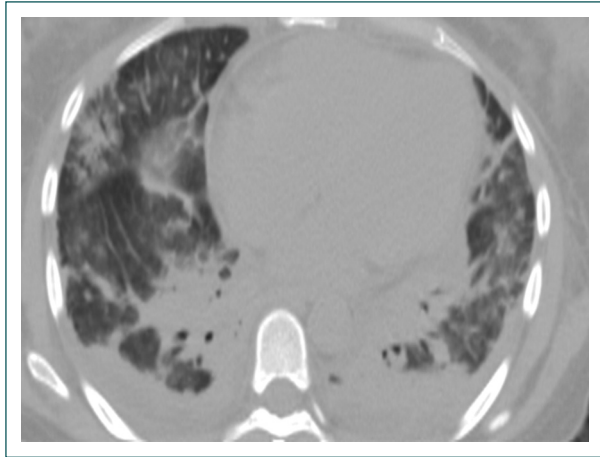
Tomografía de tórax en ventana pulmonar de la paciente del primer caso. Se observa derrame pleural bilateral con atelectasias adyacentes, neumopatía intersticial e infiltrados alveolares de predominio en los lóbulos inferiores.
